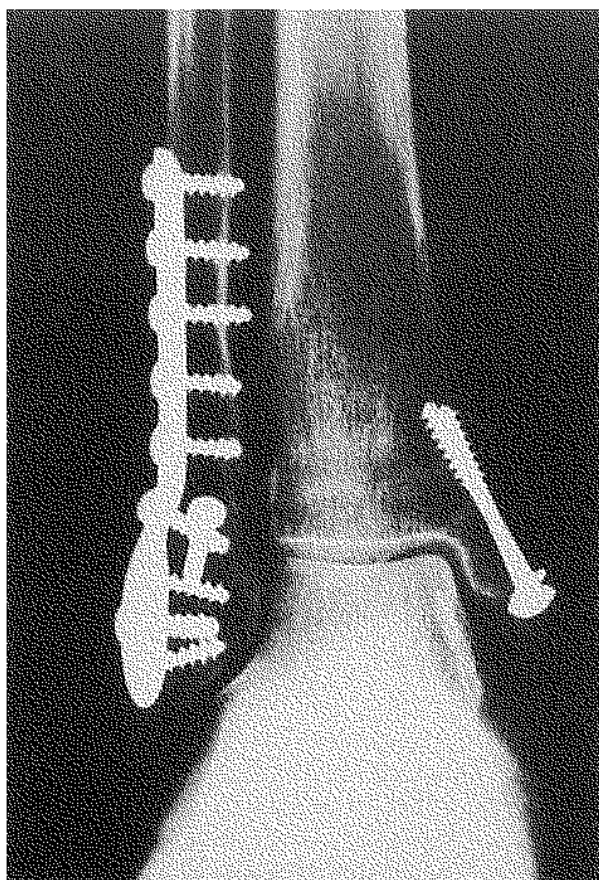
Radiographie de cheville avec 18 ans de recul
